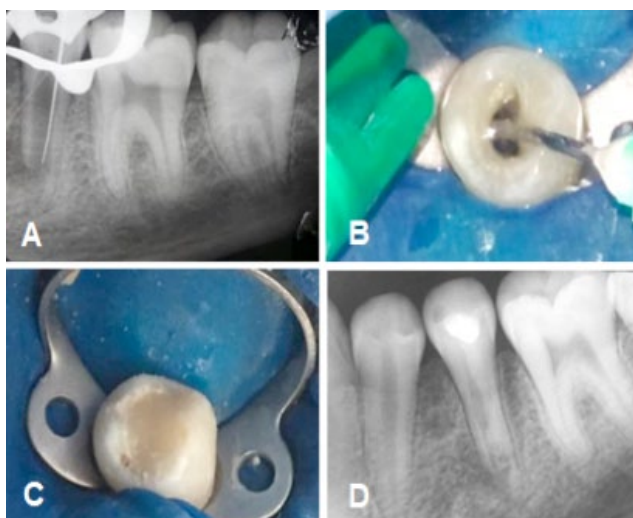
Imágenes de la primera sesión del protocolo REP sobre la pieza 3.5. A. Rx Periapical con conductometría. B. Irrigación con hipoclorito de sodio 1,5%. C. Doble sellado coronario con Cavit G™-ionómero vítreo. D. Rx Periapical postoperatoria.
